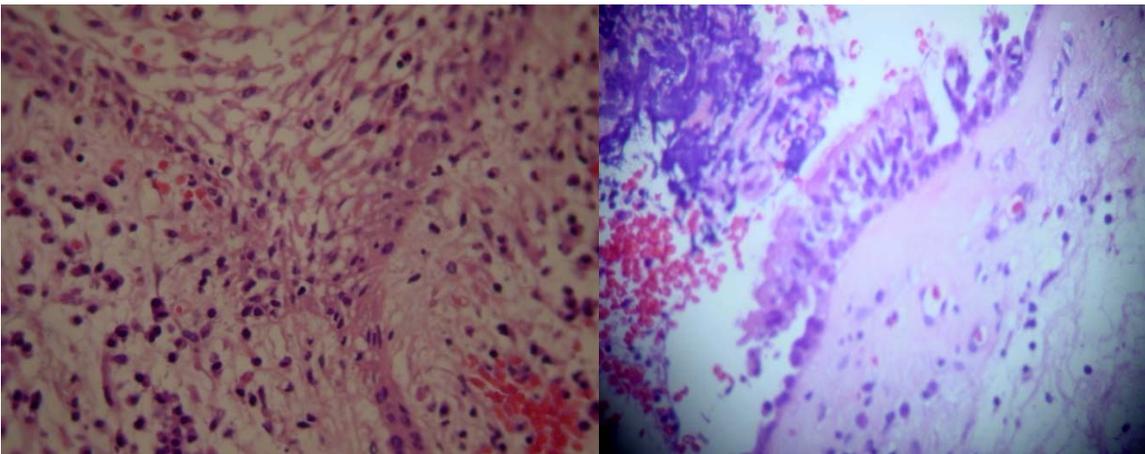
a) Proliferación epitelial en forma arcoidal; b) Epitelio columnar en granuloma periapical.
